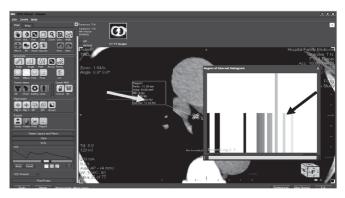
Аксиальный срез МСКТ больной Т.
